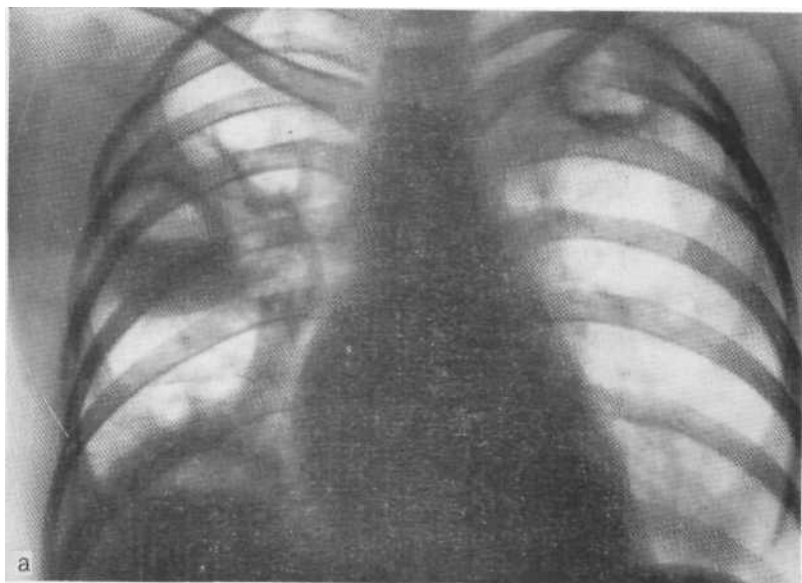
Обзорные рентгенограммы при поступлении (а) и через 3 мес (б). Двусторонняя стафилококковая деструкция. Множественные тонкостенные ложные кисты с обеих сторон.
